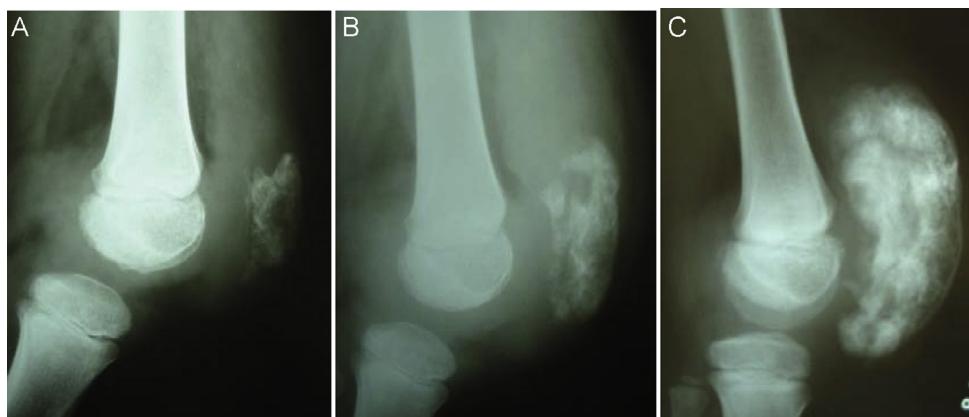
Aspecto pré-operatório de radiografias em perfil do joelho direito com tumoração patelar que evoluiu em um mês (A), um ano (B) e imediatamente antes da cirurgia; (C) displasia epifisária hemimélica.
